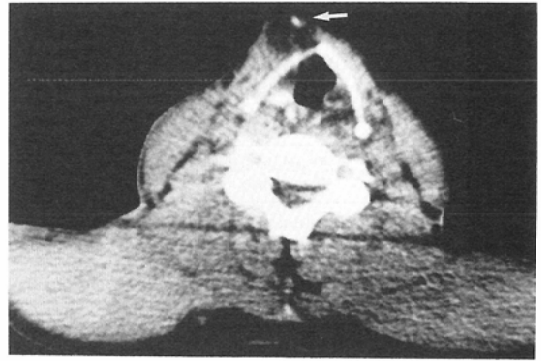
Non-contrast CT scan shows a low density mass with calcification of wall (arrow) to the right of the midline in the anterior neck. Attenuation Value: 13HU.
